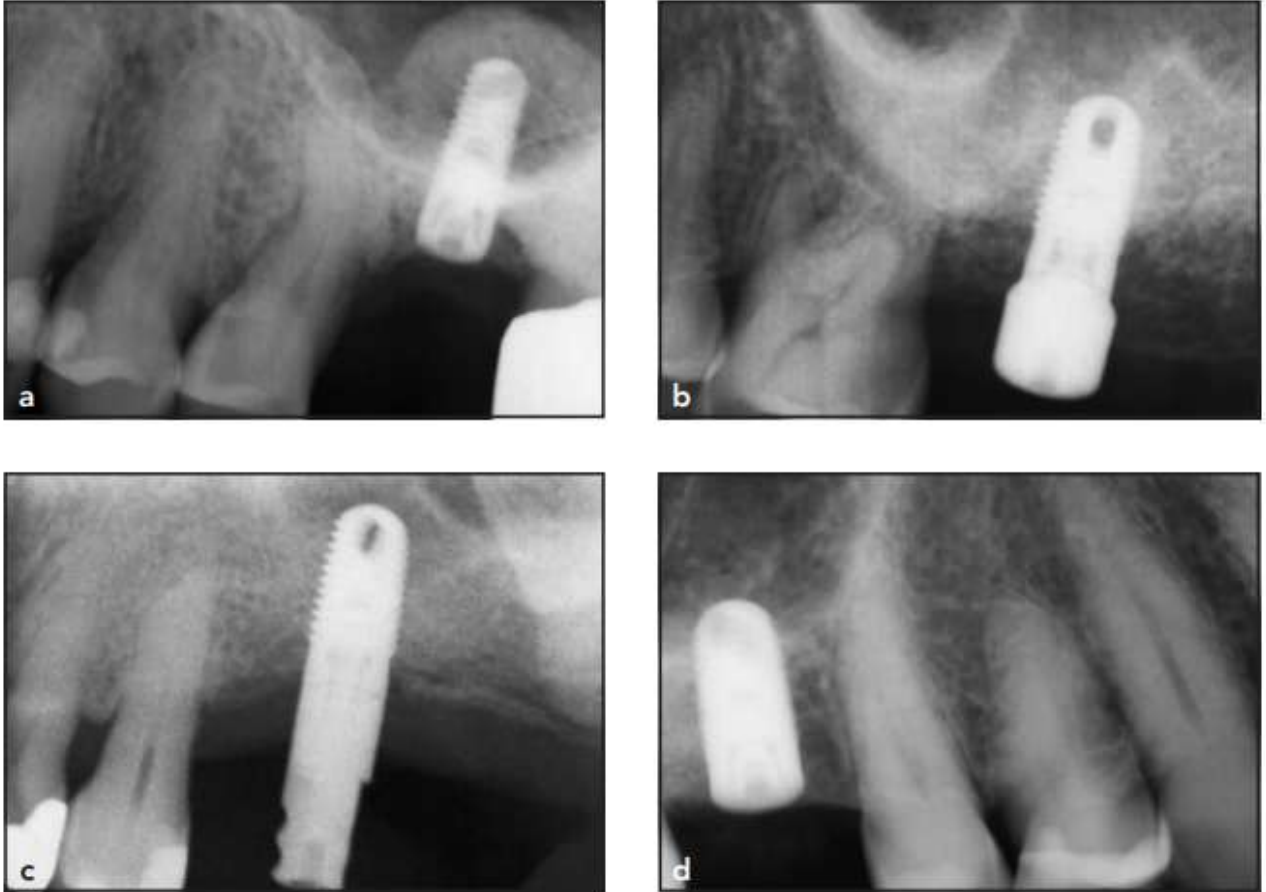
Periapical radiographs following osteotome tSFE suggesting: (a) sinus augmentation without perforation; (b) small membrane perforation with grafting material that may be dislodged into the sinus; (c) membrane perforation without bone graft; and (d) small perforation of the sinus membrane.
